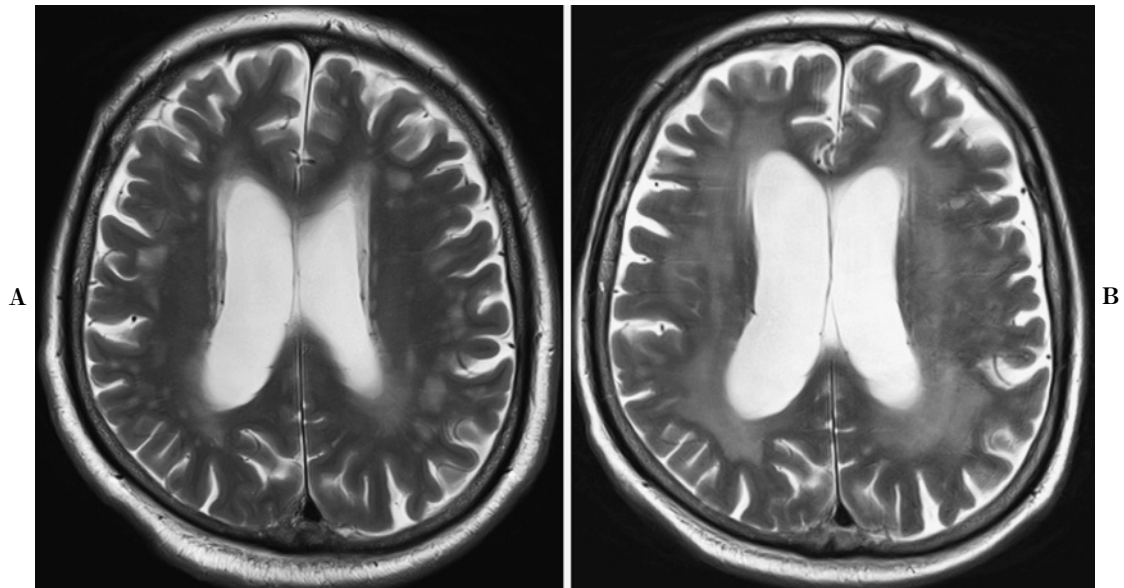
MRI images: (A) A pre-treatment T2-weighted image shows no diffuse lesions in the white matter. (B) Three months after irradiation, a T2-weighted image shows diffuse increased signal density areas in the bilateral white matter.
